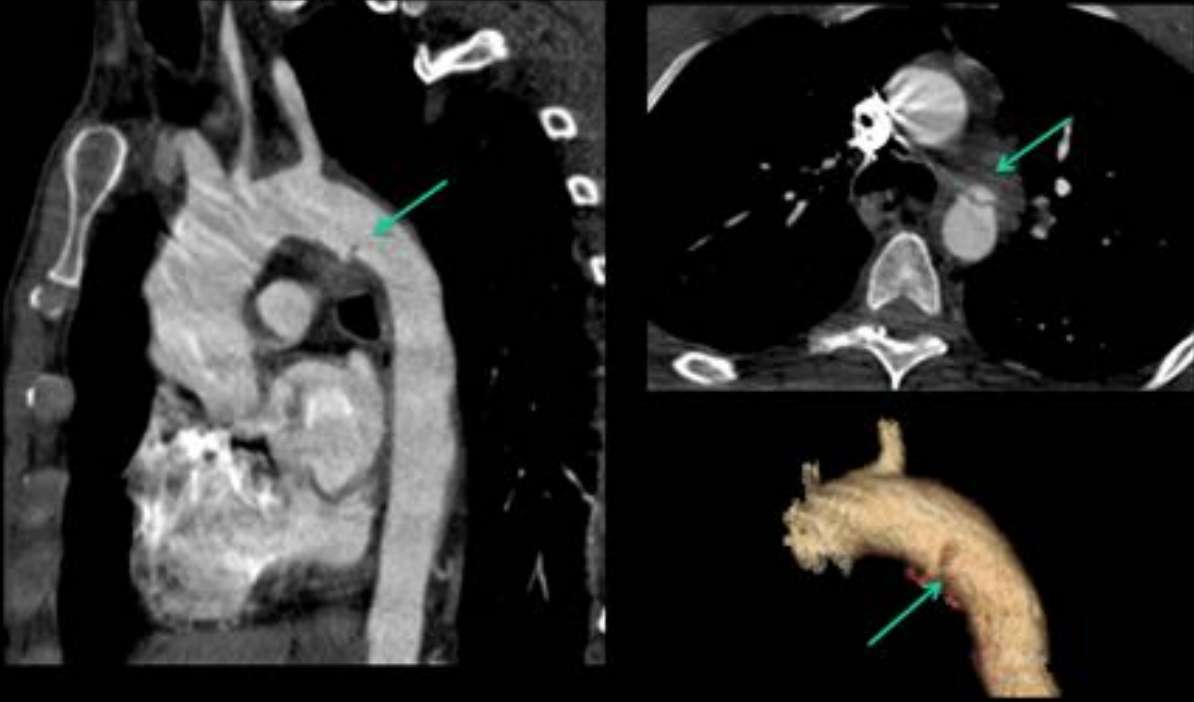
TC: Flechas verdes: Rotura aórtica en área del ligamento arterioso.
